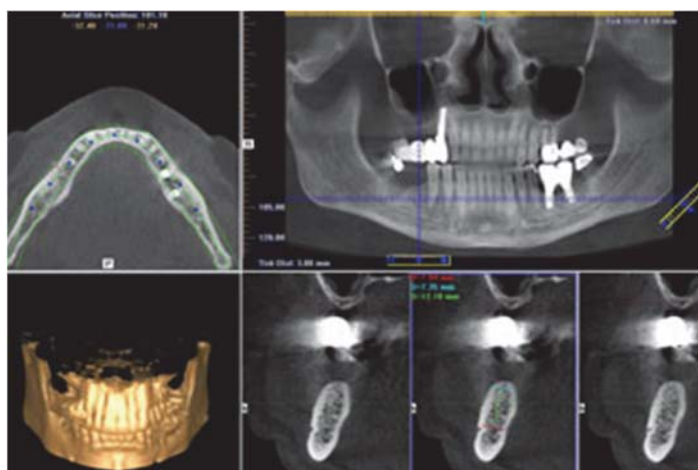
Cône Beam ou CBCT
